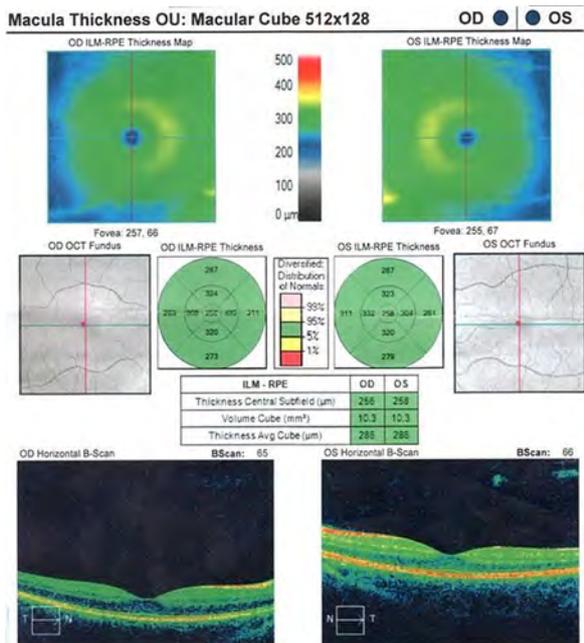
Оптическая когерентная томография. OU – утолщение слоя нервных волокон.
